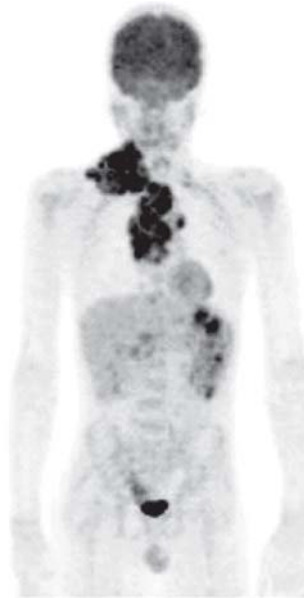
PET-FDG de portador de LDGCB com captação acima e abaixo do diafragma
